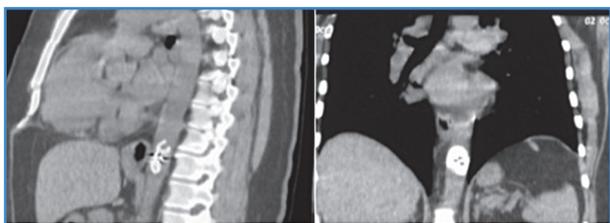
Angiotomografía. Cortes sagital y frontal: dispositivo a nivel de aorta torácica.
